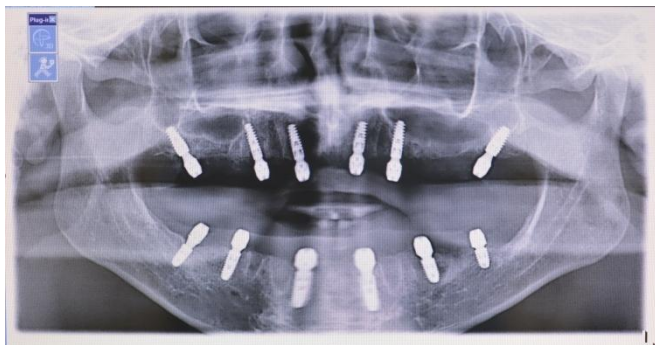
Radiographie panoramique post-chirurgicale de contrôle
